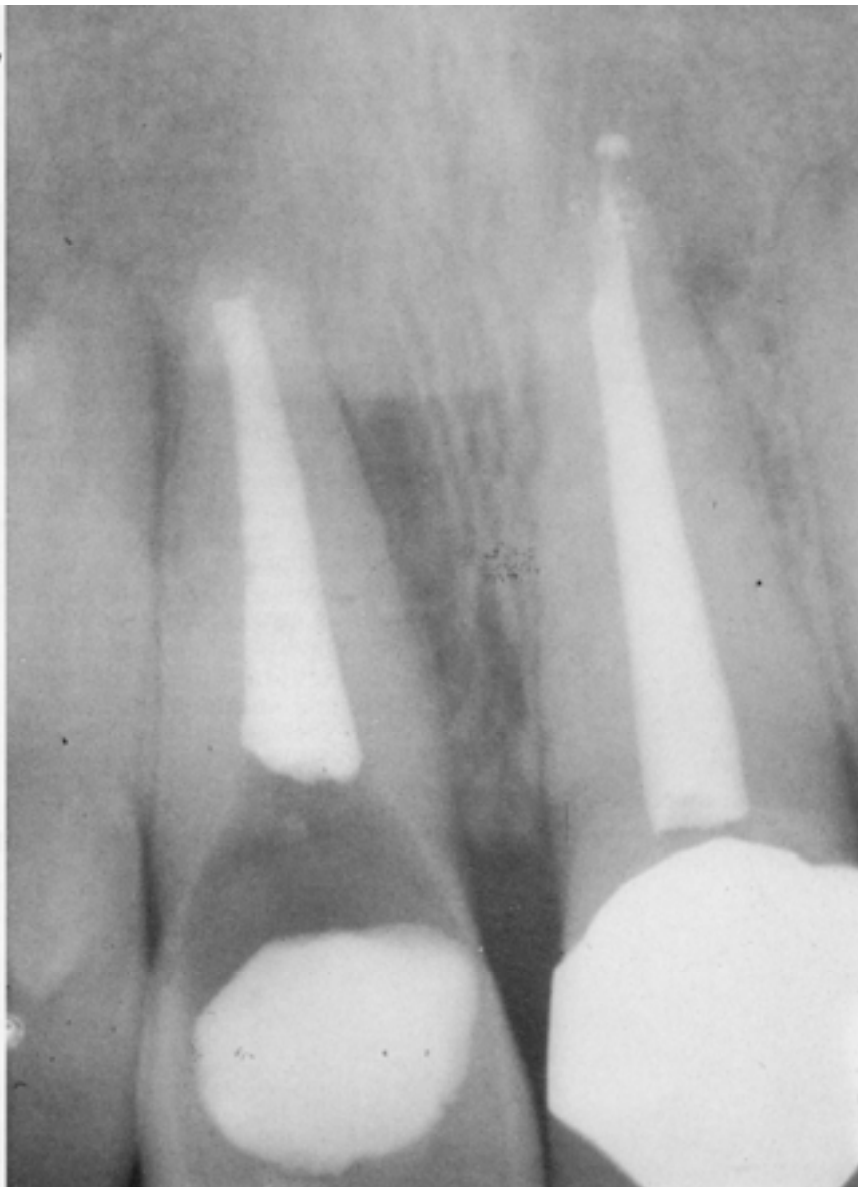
Radiografia al termine del trattamento endodontico degli elementi 11 e 21 che presentavano entrambi un'area di radiotrasparenza. Da notare come a carico del 21 si sia verificato un leggero sovrariempimento mentre l'otturazione del canale dell'11 risulti leggermente "corta".
